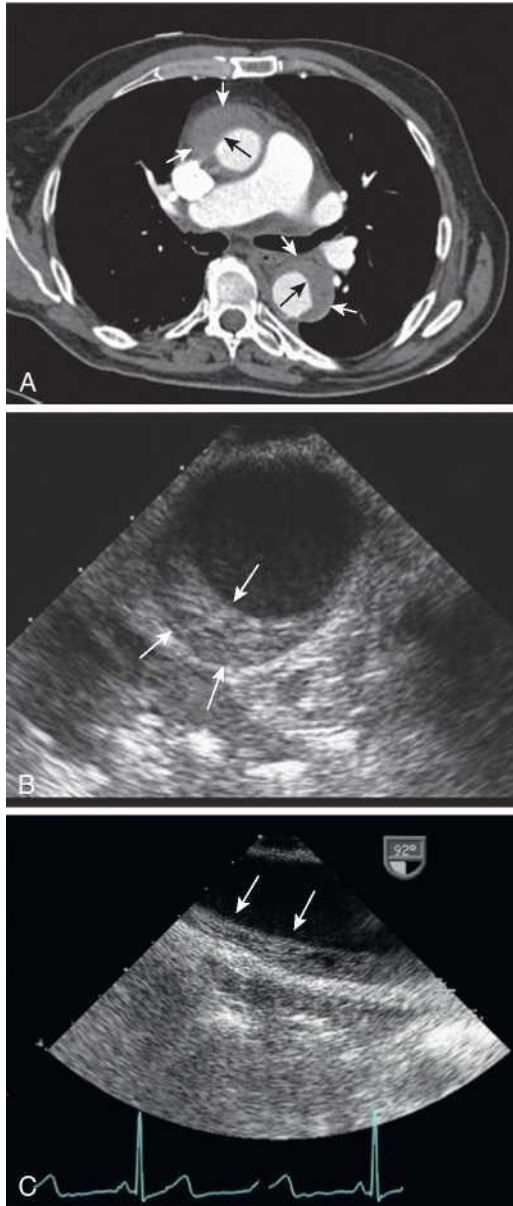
Intramural hematoma (IMH) of the aorta. (A) Contrast-enhanced computed tomography scan demonstrating type A IMH of the aorta. Note the circumferential hematoma involving the ascending aorta (upper arrows) and the crescentic hematoma involving the descending aorta (lower arrows). (B) Transesophageal echocardiogram short-axis view of the descending aorta demonstrating typical crescentic thickening of the aortic wall (arrows) in acute type B IMH. (C) Transesophageal echocardiogram longitudinal view of the aorta demonstrating IMH (arrows).
